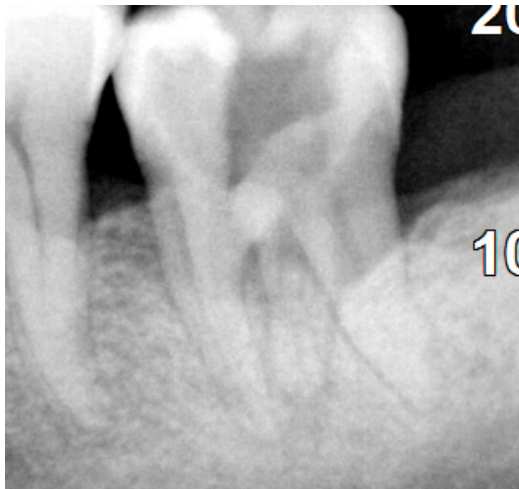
Radiographie préopératoire mettant en évidence une troisième racine entre la racine mésiale et distale de la 36.
